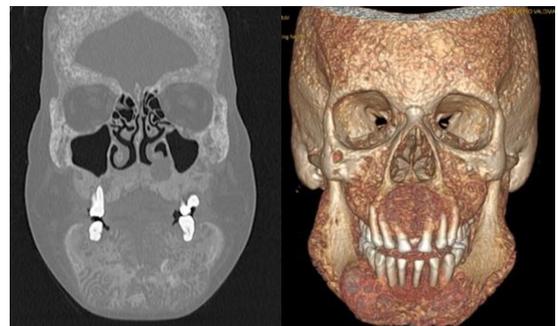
Tomografía Axial Computarizada (TAC) cara y cuello. A la izquierda se observa la presencia de túneles óseos difusos en un corte coronal de tomografía computarizada de cara y cuello. A la derecha se muestra una reconstrucción tridimensional de tomografía computarizada de cara donde se evidencia deformidad del hueso maxilar y mandibular, con separación de piezas dentarias y cambios escleróticos y líticos difusos en estructuras óseas faciales.
